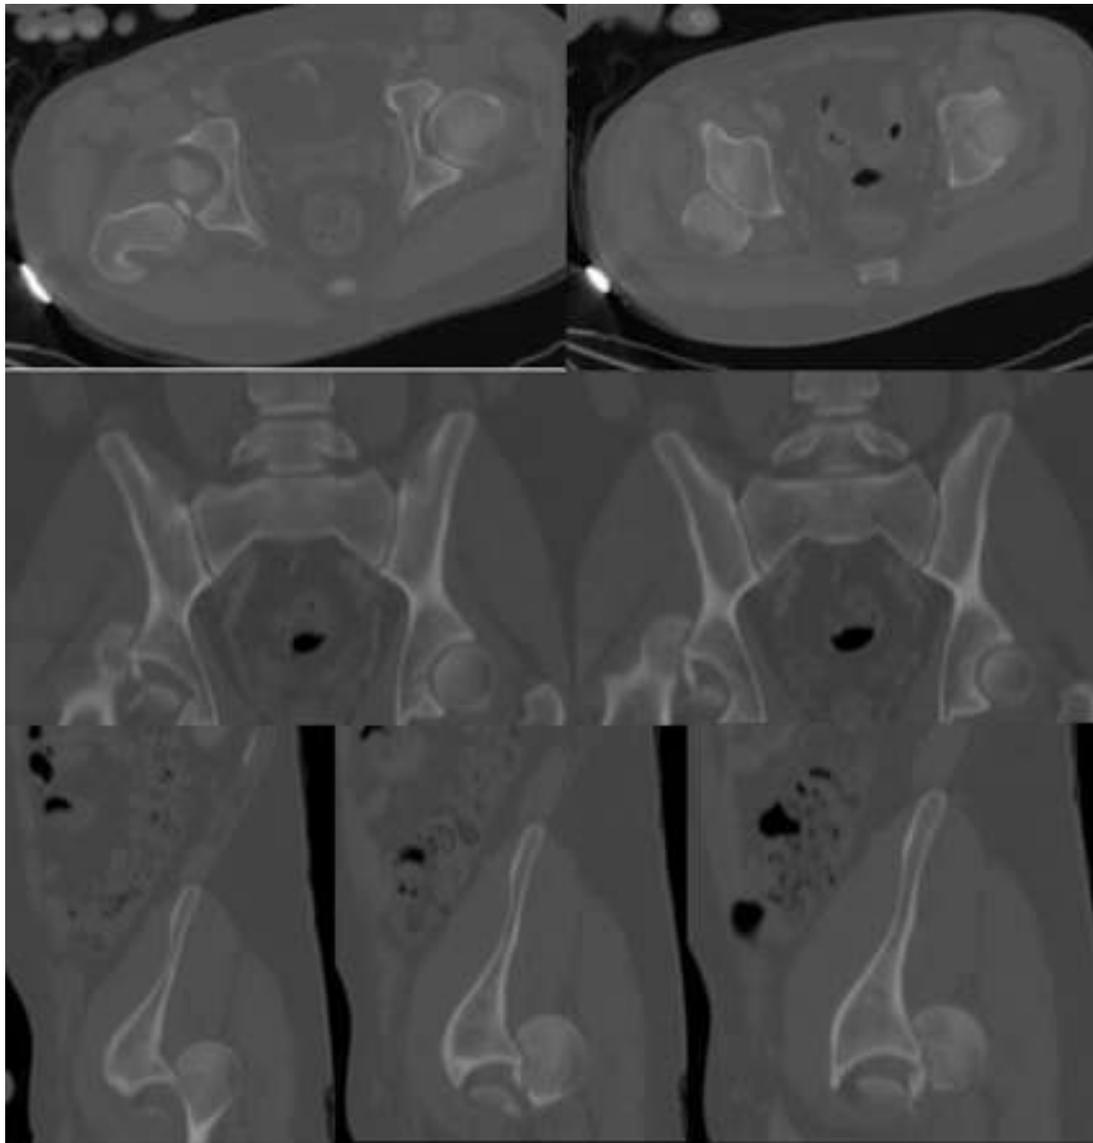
Cortes axiales, coronales y sagitales de TAC de pelvis donde se observa fragmento óseo de cabeza femoral intraarticular, luxación posterior de fémur y fractura de ceja posterior acetabular.
